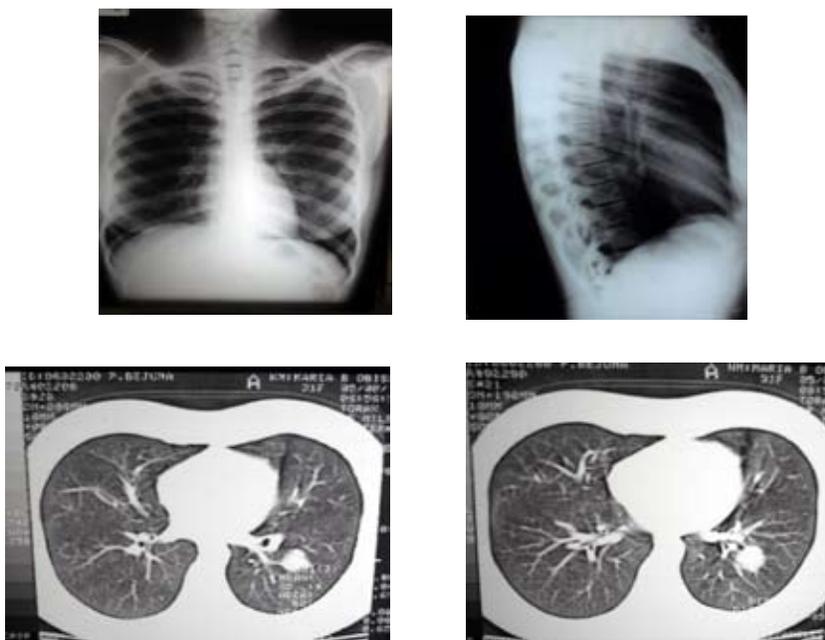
RX de tórax AP y lateral y TAC.
